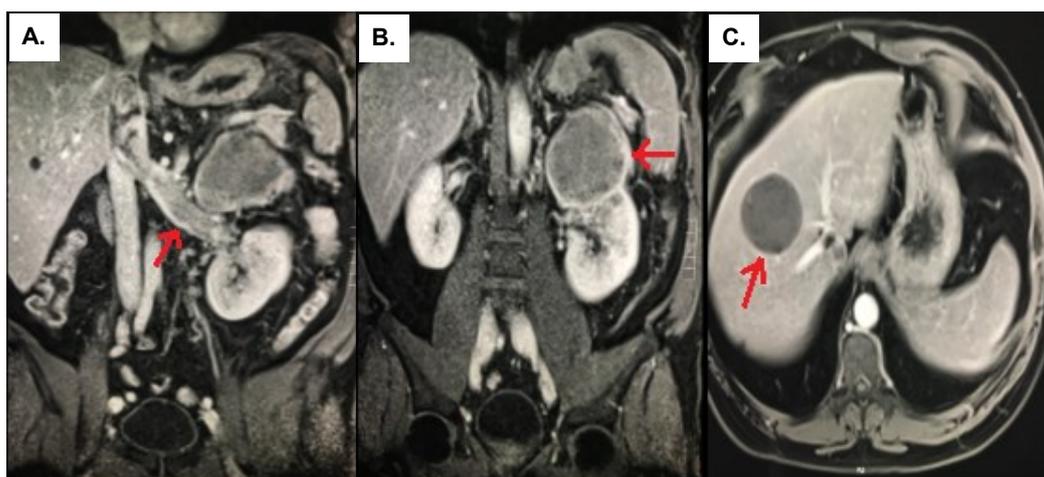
Resonancia magnética nuclear (RMN) de abdomen (A) en corte coronal, en la cual se evidencia un trombo tumoral que ocupa la vena renal y se extiende hacia la vena cava inferior, y (B) un tumor en el riñón izquierdo ubicado en el polo superior. Además, (C) en el corte axial se observa un quiste hepático por posible hidatidosis.
